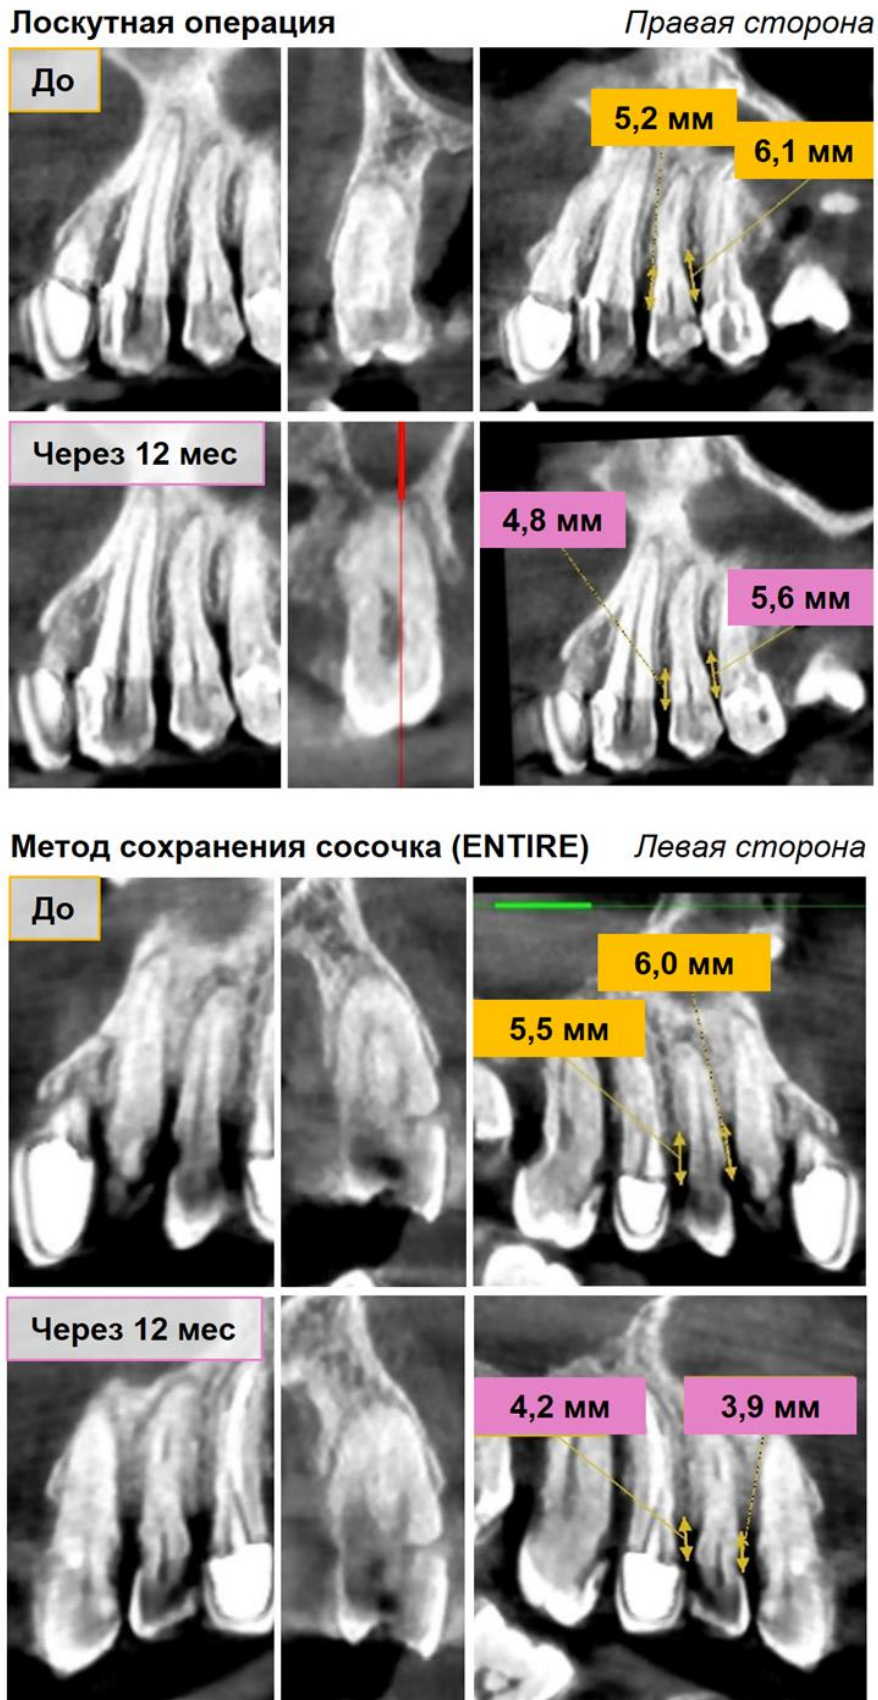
Оценка глубины пародонтального кармана по данным КТ
